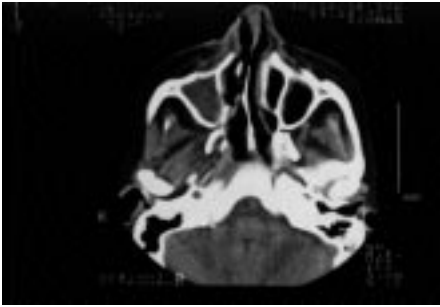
Tomografía axial computerizada. Se observa afectación del seno maxilar derecho con destrucción de la pared ósea.
